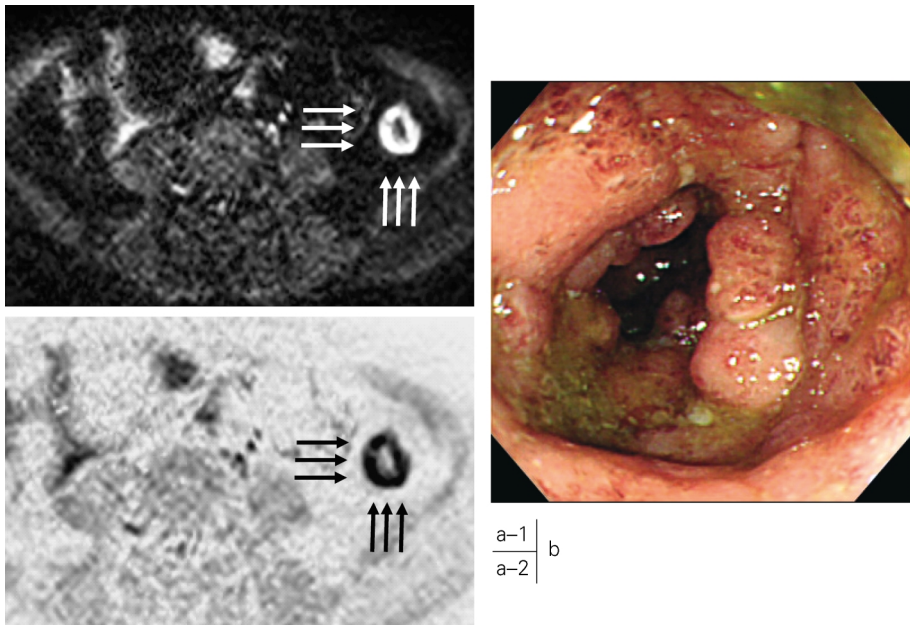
High-b-value DWI images (a-1; routinely display, a-2; black/white reversed display) shows marked circumferential wall thickening with high signal intensity (arrows) at descending colon. Colonoscopic image (b) confirms severe active inflammatory change with edematous, bleeding, and ulcerated mucosa. Multiple inflammatory pseudo-polyps, which results in luminal narrowing are also seen on colonoscopic image.
